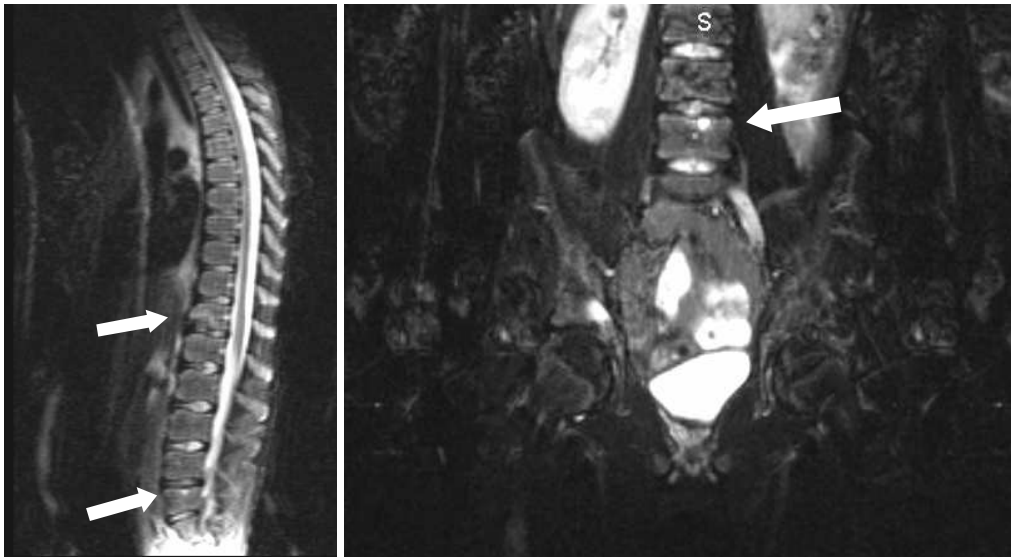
Fünfzehnjähriger Patient mit Malignem Thymom. Ausgewählte Bilder der Ganzkörper-STIR-MRT und Skelettszintigraphie, entstanden innerhalb eines Zeitraums bis 2 Monate nach Erstdiagnose.
